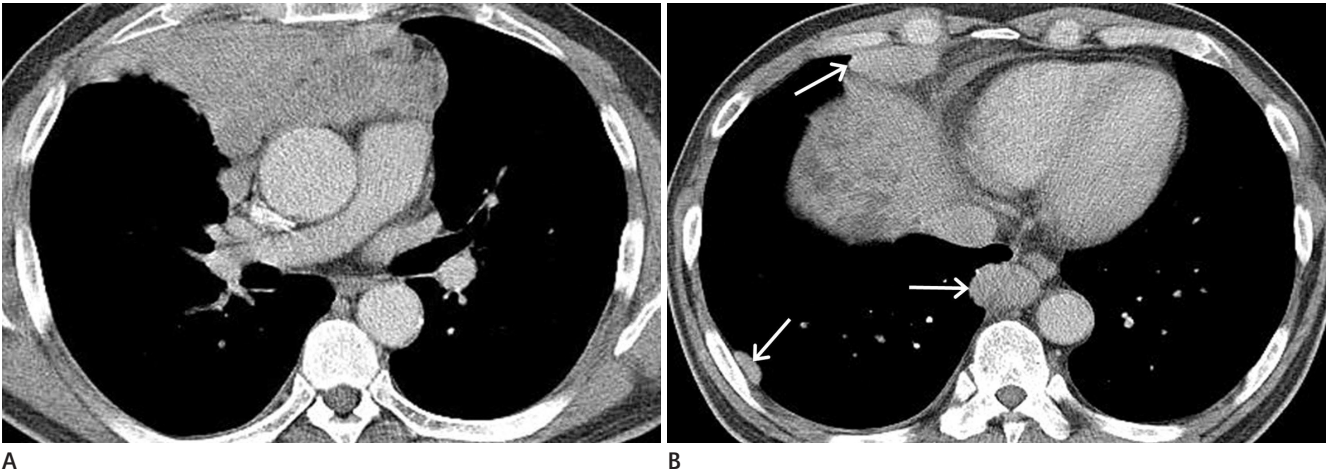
Follow-up CT scan 22 days after initial neoadjuvant chemotherapy. The axial contrast-enhanced CT scan demonstrates (A) increased size of the anterior mediastinal mass extending to the right anterior pleura, and (B) newly seen metastatic pleural nodules (arrows) in the right lower thorax.
